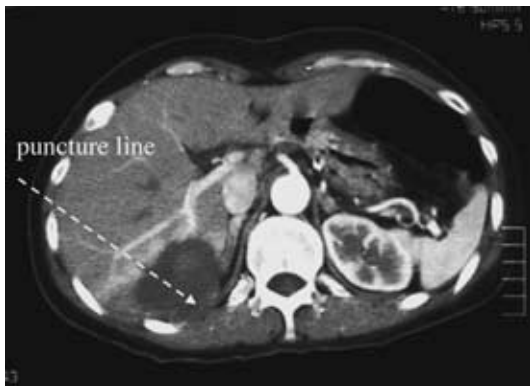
Nine months later abdominal CT showed a small, mild contrast enhanced mass outside the hypodense area that had received RFA.
